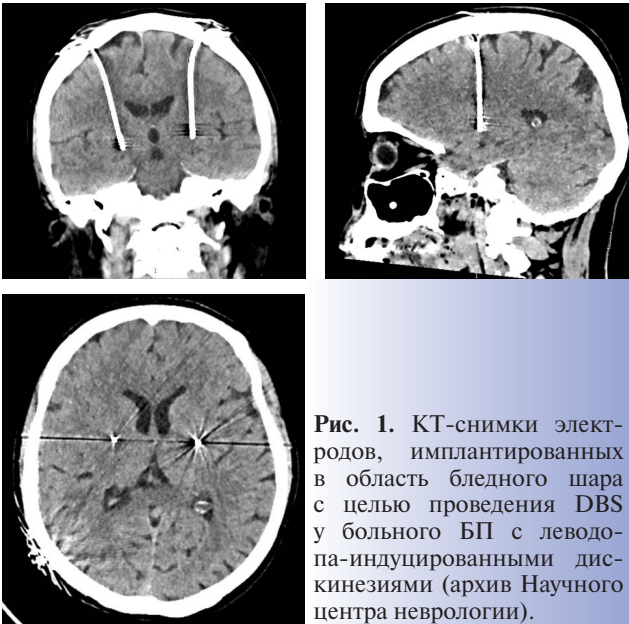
КТ-снимки электродов, имплантированных в область бледного шара с целью проведения DBS у больного БП с леводопа-индуцированными дискинезиями (архив Научного центра неврологии).
